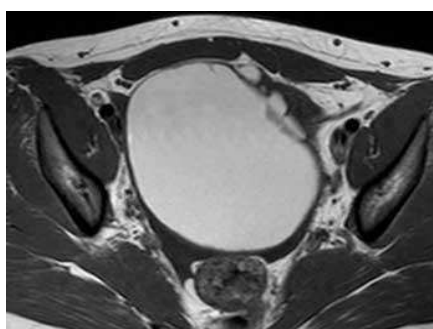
IRM pelvienne - coupe axiale pondérée T1
